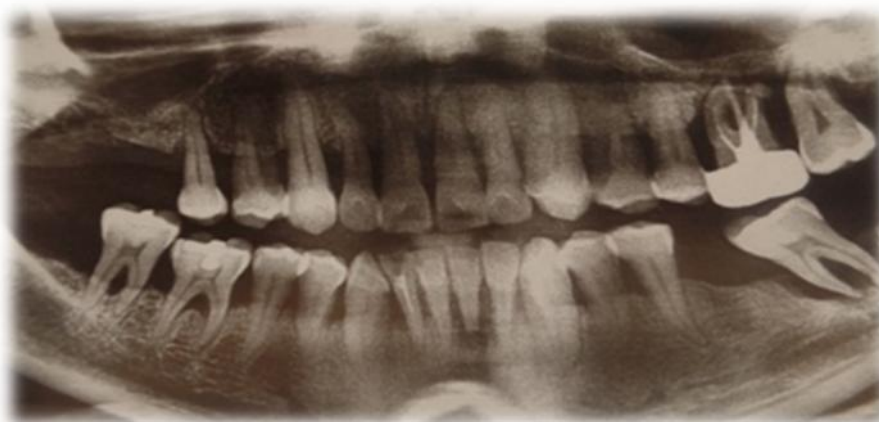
Image radiographique d'une parodontite agressive généralisée.
